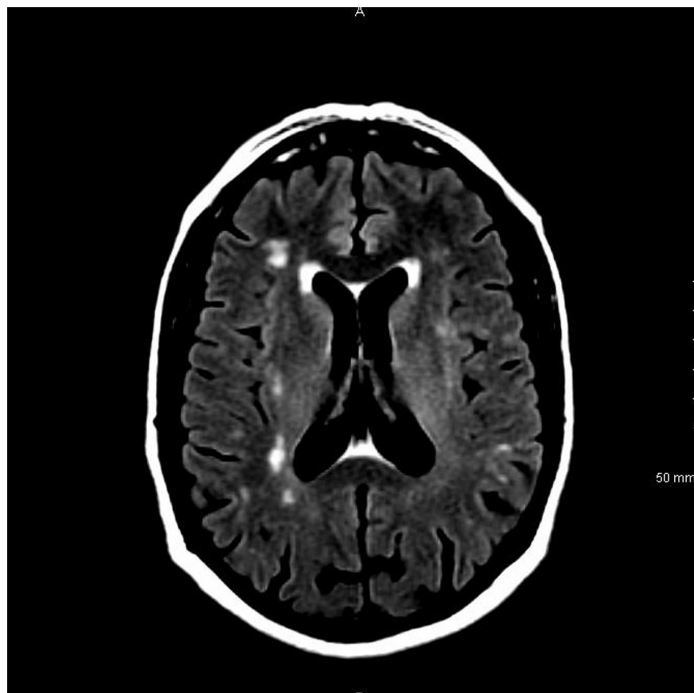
Hypersignaux multifocaux de la substance blanche en coupe IRM axiale T2 FLAIR
